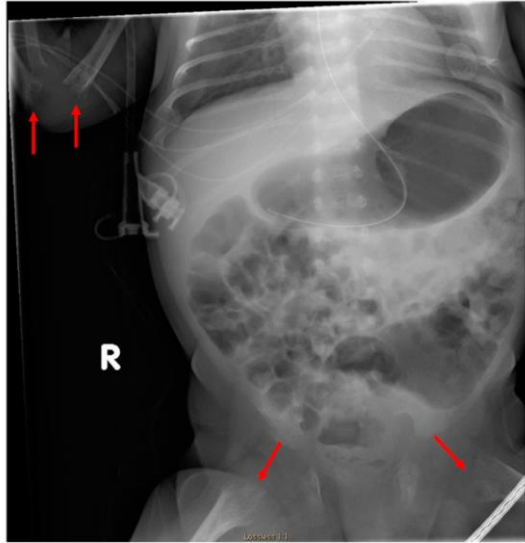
Abdominal radiograph showing metaphyseal fraying of the right distal humerus, proximal radius, and femur.
